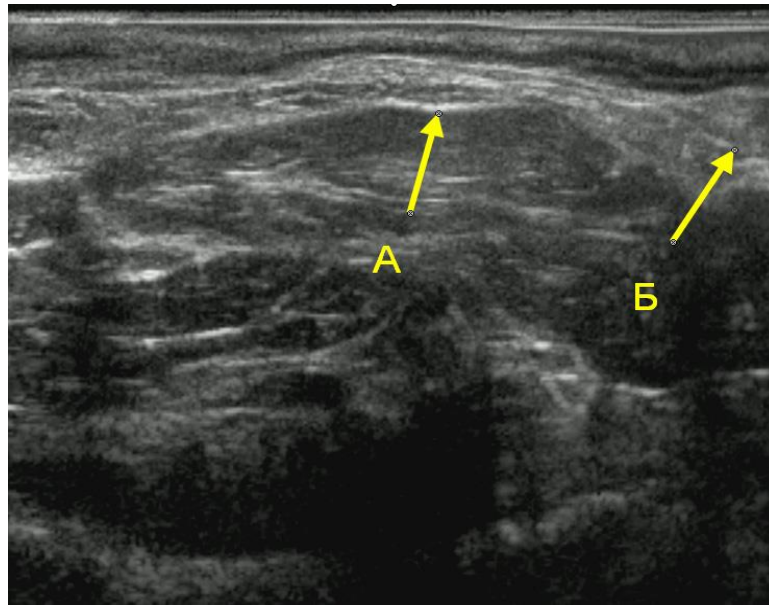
Группа 1, Больной Н. 40 л., ИБ. № 3219. Хронический геморрой 4А (3 7, 11ч.у.ц.) стадии, 21 сутки после операции, ТРУЗИ, внутренний геморроидальный узел представлен плотным образованием (А), связка Паркса дифференцируется (Б).
